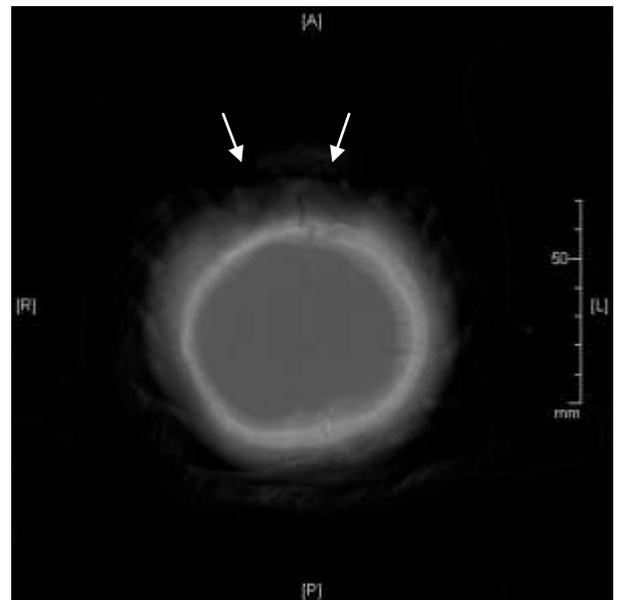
Grau II Focal: Tomografia computadorizada de crânio evidenciando irregularidade profunda frontal bilateral atingindo a diploe. Janela óssea
